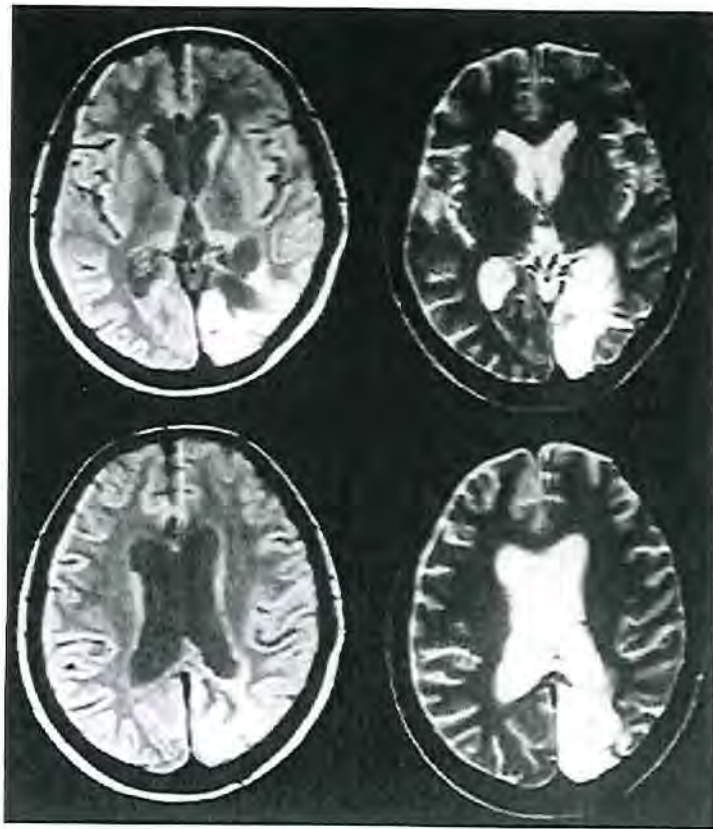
Imágenes de resonancia magnética donde se muestra la lesión sufrida por Laura. Nótese que las imágenes muestran las coordenadas radiológicas, según las cuales el hemisferio izquierdo está representado a la derecha, y viceversa.
